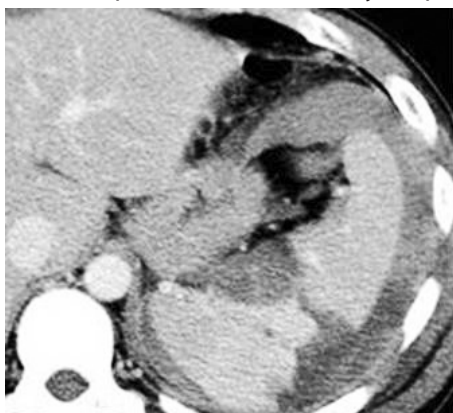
CT lacerația splenică, splenografie.
